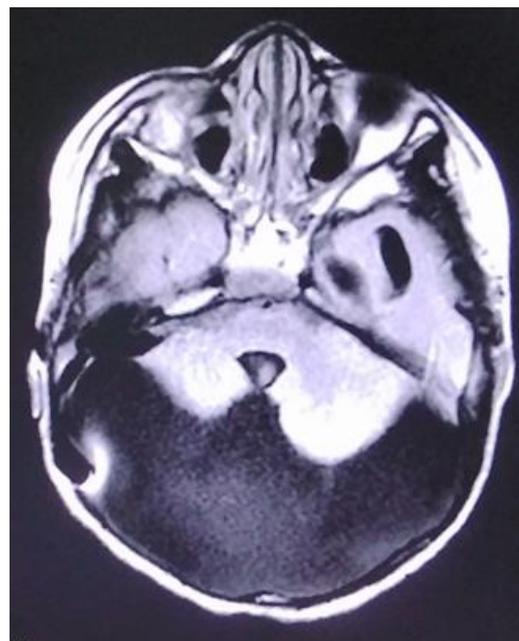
IRM cérébrale, coupe axiale spin écho T1, montrant une agénésie vermienne avec formation kystique de la fosse postérieure.
